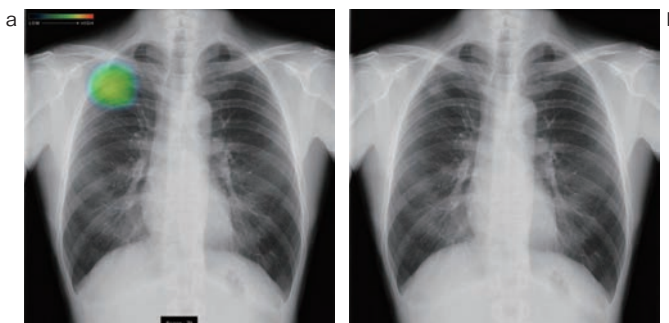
胸部X線画像病変検出ソフトウェア CXR-AID
